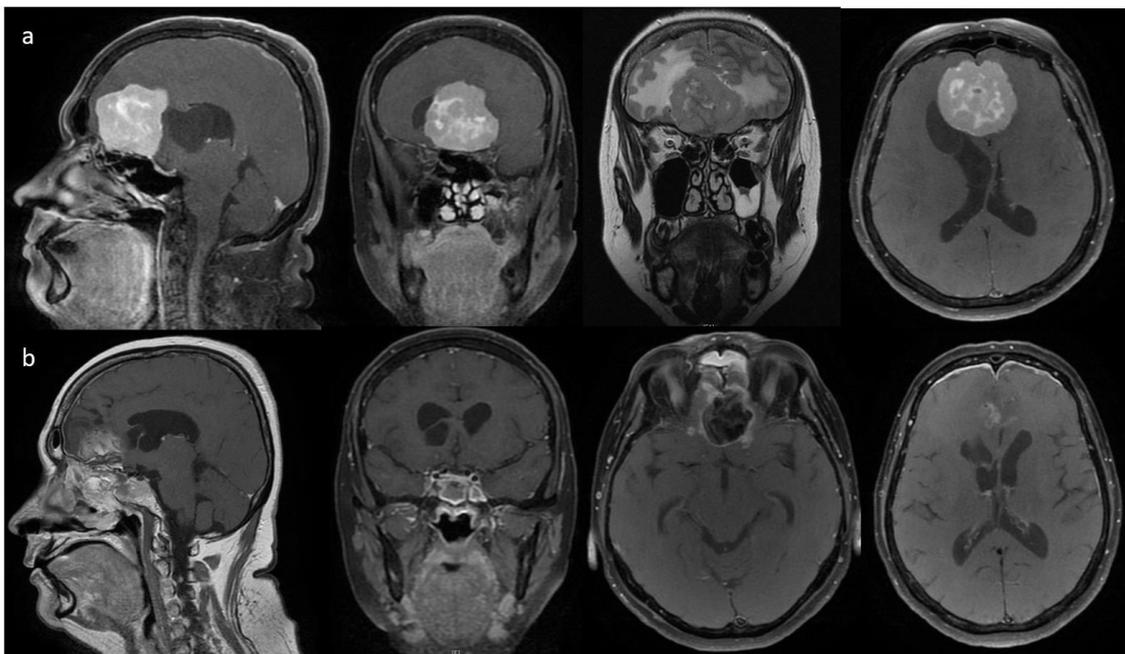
a) Studio RM encefalo pre-operatorio che mostra un voluminoso meningioma della doccia olfattoria con estensione prevalentemente mediana, b) Studio RM post-operatorio
